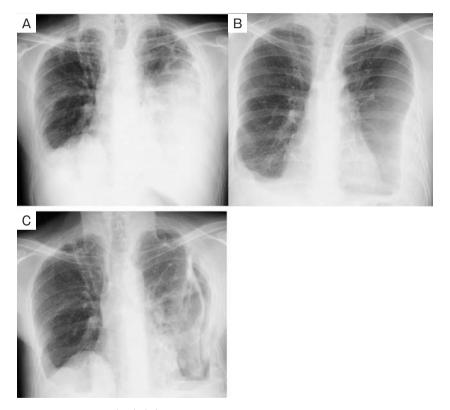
Chest radiograph (CR). (A) CR on admission showing decreased left lung permeability and bilateral pleural thickening. (B) CR 12 years before admission showing bilateral pleural thickening. (C) CR 18 days after surgery showing improved air inclusion of the left lung.
